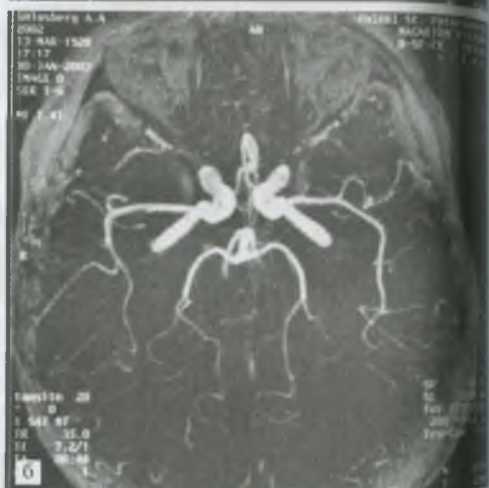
Магнитно-резонансные томограммы внутримозговых артерий: а — гипоплазия правой позвоночной артерии; б — отсутствие задних соединительных артерий (разомкнут артериальный круг большого мозга).
